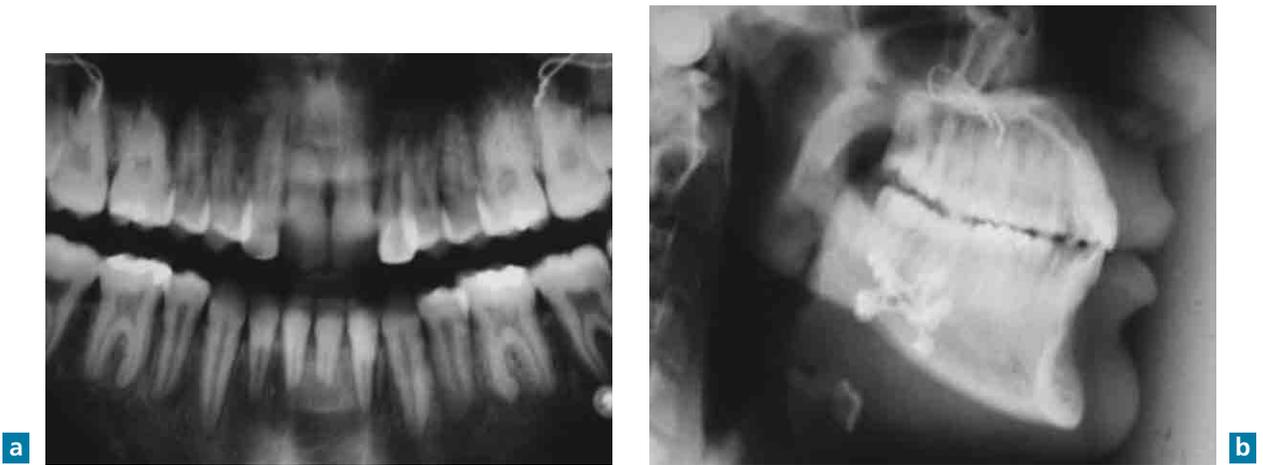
Radiographie panoramique et téléradiographie de profil en fin de traitement montrant la correction de la classe III squelettique, de la transposition de la 13 et 14, ainsi que des résorptions radicaires des 11, 21, 31 et 41 (sans doute liée aux anomalies dentaires).
